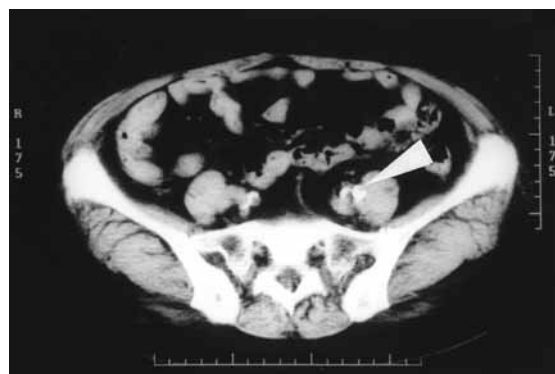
Preoperative computed tomography scan showing the remarkable calcification and the stricture of the left iliac bifurcation.
